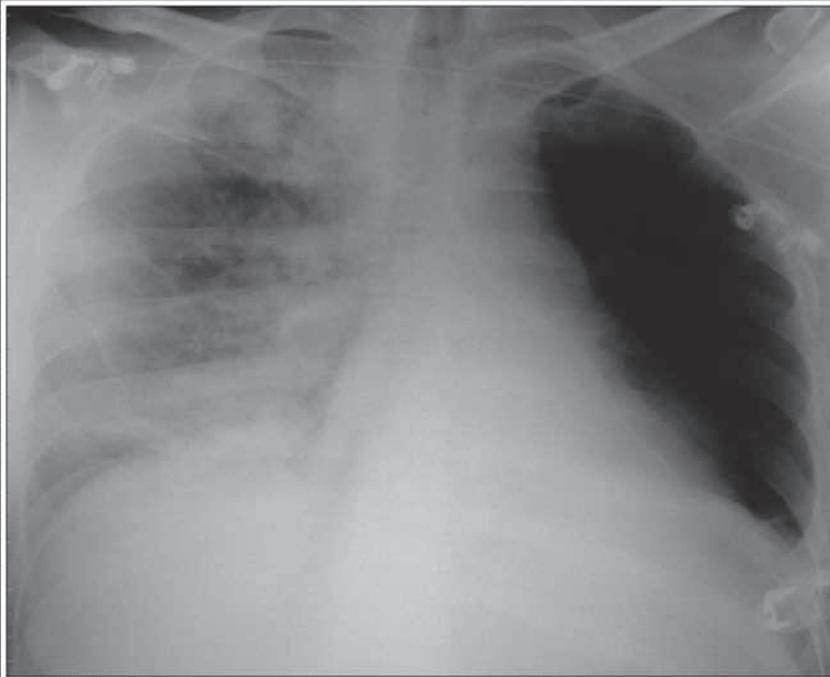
Radiografía de tórax de paciente hallado en coma y con restos de vómitos, tras tentativa de suicidio con psicofármacos
